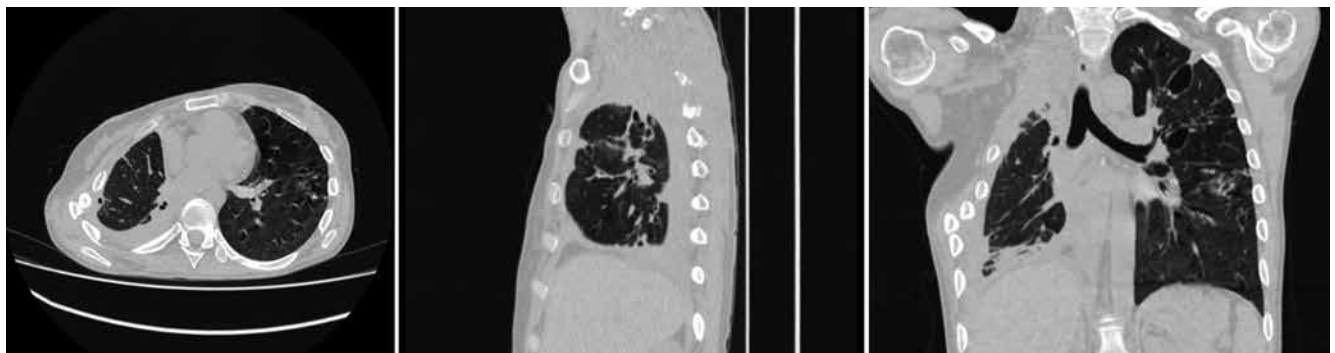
Пациентка Л. КТ ОГК перед выпиской. В обоих легких определяются «санитарованные» каверны – тонкостенные полости. Справа: легкое расправлено, плевральные дренажи удалены, задержки воздуха и жидкости в плевральной полости нет
